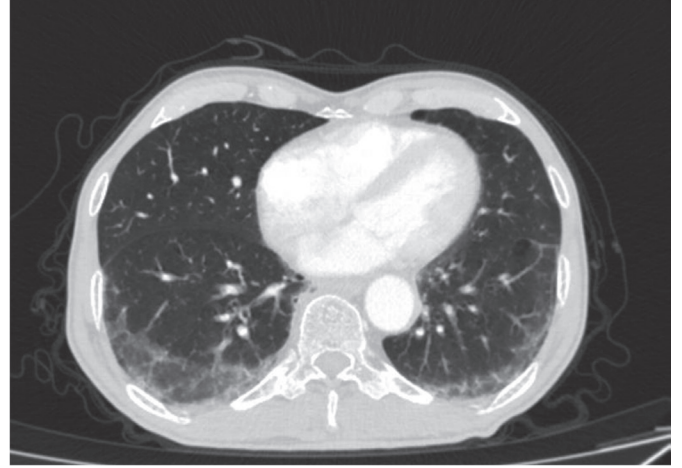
Romatoid artrit tanılı hastanın HRCT incelemesinde usual interstiyel pnömoni paterni
